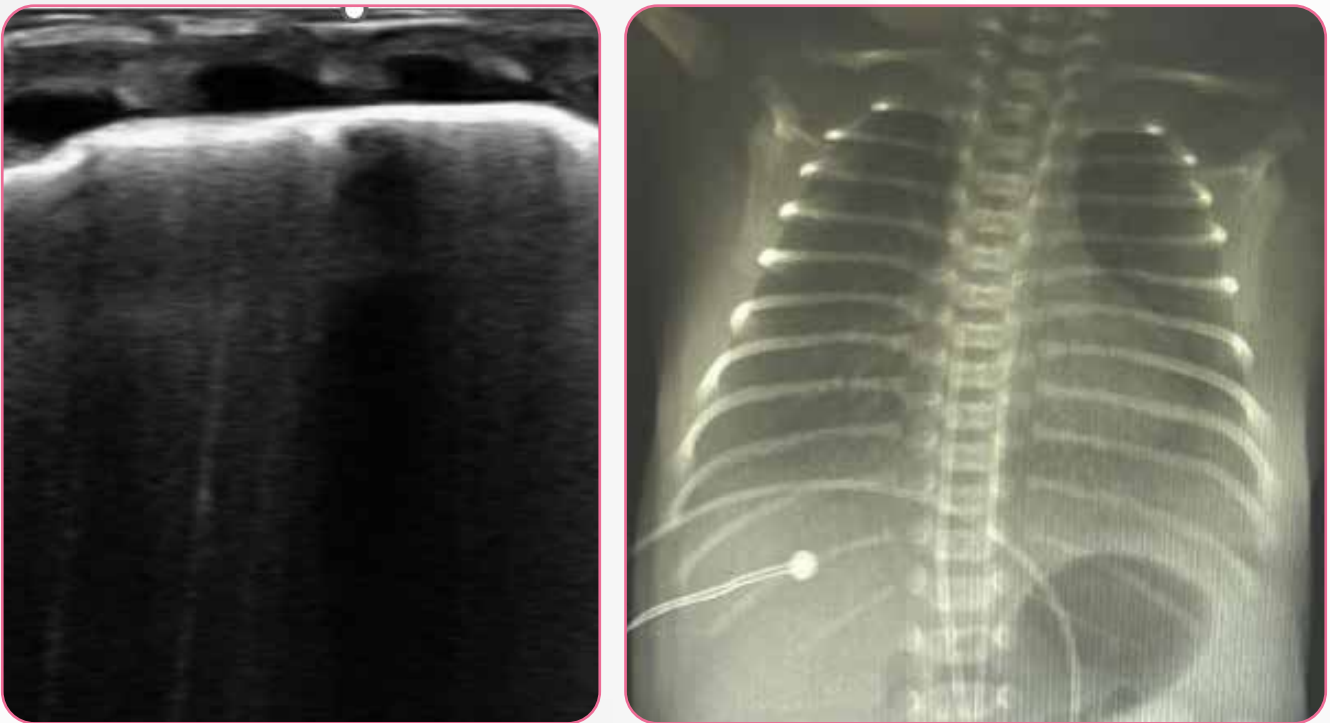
Comparación entre radiografía de tórax y ultrasonido pulmonar a los 40 minutos de vida. Recién Nacido femenino de 34 semanas de edad gestacional, con Apgar 6 y 8 a uno y 5 minutos de vida, respectivamente, y peso de 1,700 g, manejado con CPAP administrado con pieza en T desde el nacimiento, y CPAP nasal 6 cm H_2O con FiO_2 30%, sin tolerar disminución de este. La RxTx tomada a los 30 minutos de vida no es concluyente para SDR; en cambio, el USP con ausencia de áreas ventiladas y presencia de líneas B confluentes, escala semicuantitativa de 9, es indicativa de primera dosis de surfactante. Fuente: cortesía Dra. Alejandra Sánchez Cruz.
